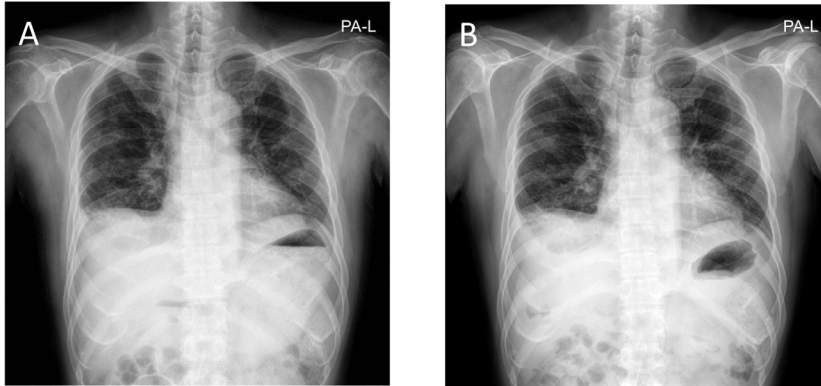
(A) Chest X-ray [2021.11.15] (B) Chest X-ray [2021.12.04]
